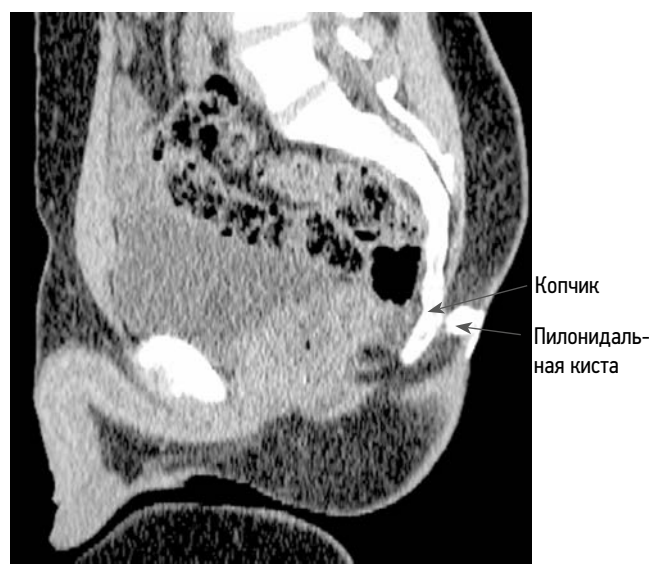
Спиральная компьютерная томография при фистулографии пилонидальной кисты
